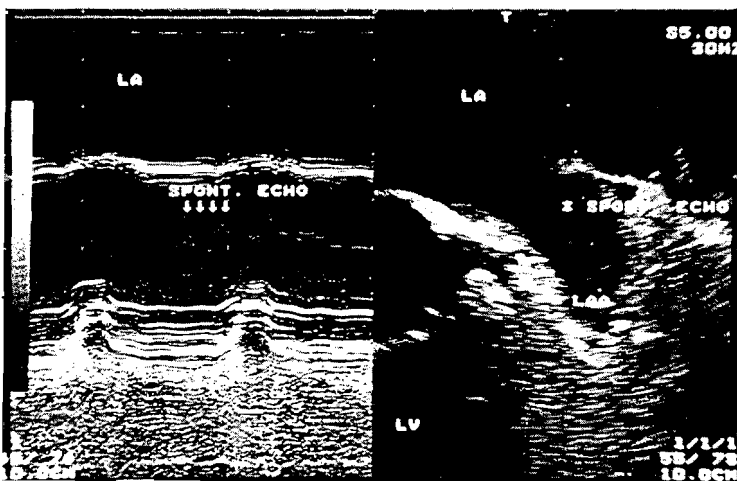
Spontane echokardiographische Kontrastierung fast isoliert im linken Vorhofohr (LAA) mit Dokumentation im M-Mode-Echokardiogramm (linke Bildhälfte), abgelaufene Embolie
